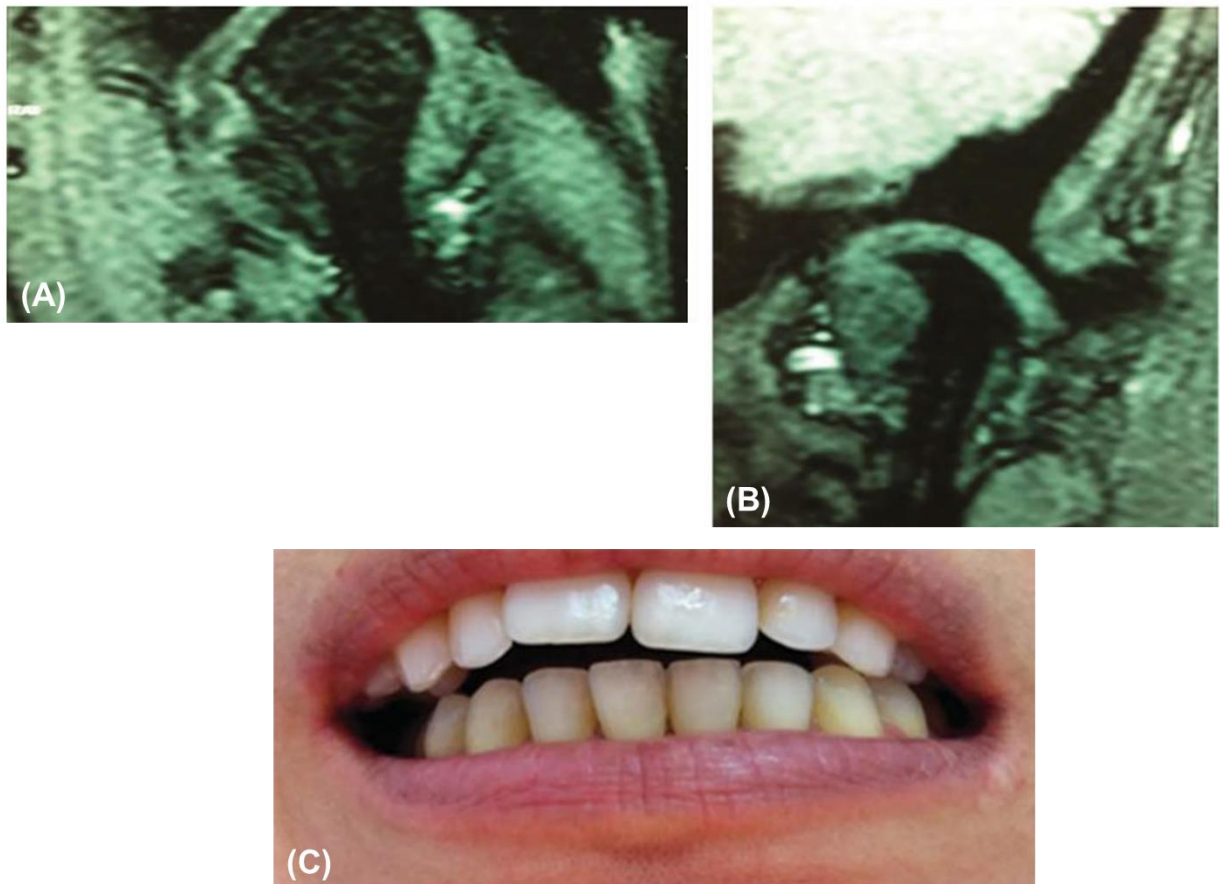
Imagem de ressonância magnética (A e B) evidenciando integridade da cortical condilar do lado direito (A) e alto grau de reabsorção condilar do lado esquerdo (B) de paciente apresentando mordida aberta posterior do lado não afetado (C).
